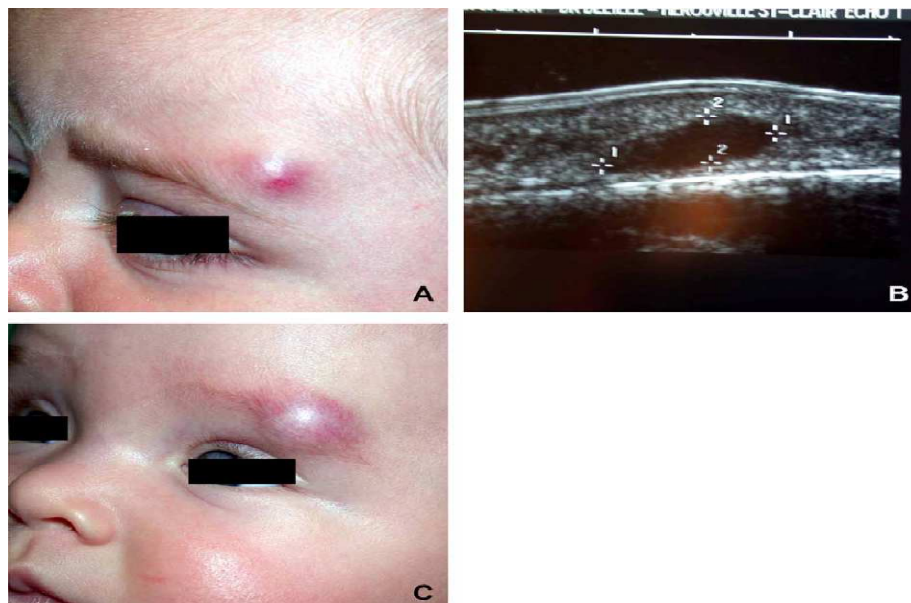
Kyste dermoïde : clinique (A) et aspect échographique (B)–Hémangiome immature(C).
